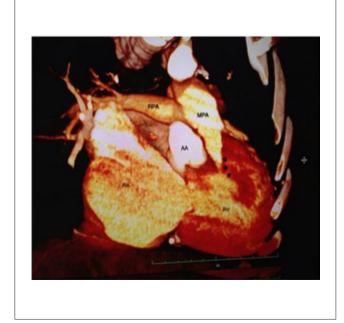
Tomografia computadorizada evidenciando aumento das dimensões cardíacas e artéria pulmonar com estenose grave, medindo cerca de 0,7 cm no nível do tronco da artéria pulmonar.
